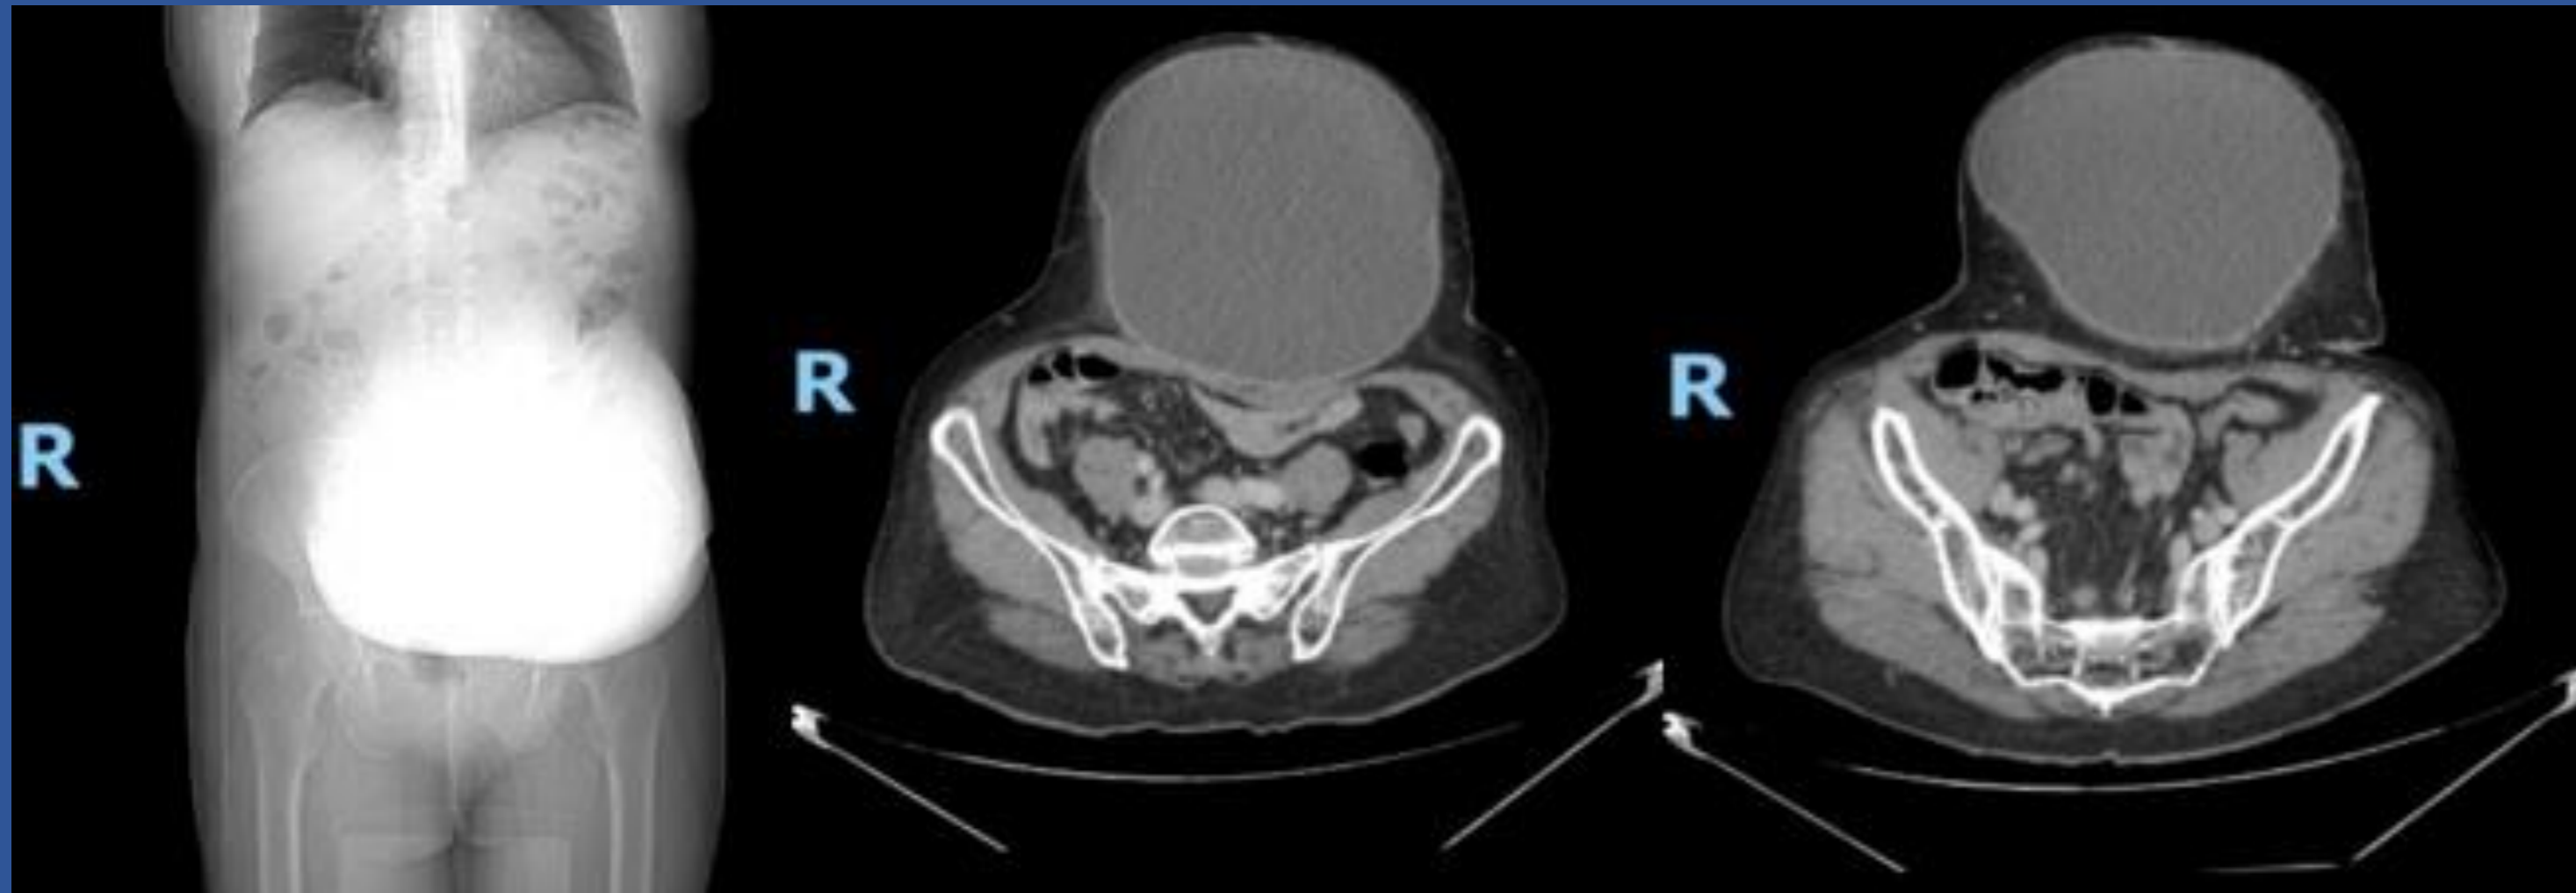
imagens de cisto de parede abdominal gigante na tomografia computadorizada.
